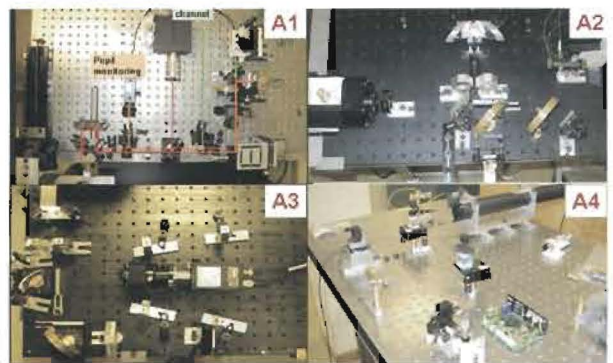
Vistas de montajes experimentales en el Laboratorio de Óptica Visual y Biofotónica del Instituto de Óptica, CSIC. A1) Aberrómetro de Trazado de Rayos Láser. A2) Sensor de onda de Hartmann-Shack. A3) Sistema de imágenes de Purkinje para facometría y medidas de descentramiento e inclinación del cristalino/lentes intraoculares. A4) Tomografía de coherencia óptica de cámara anterior.
